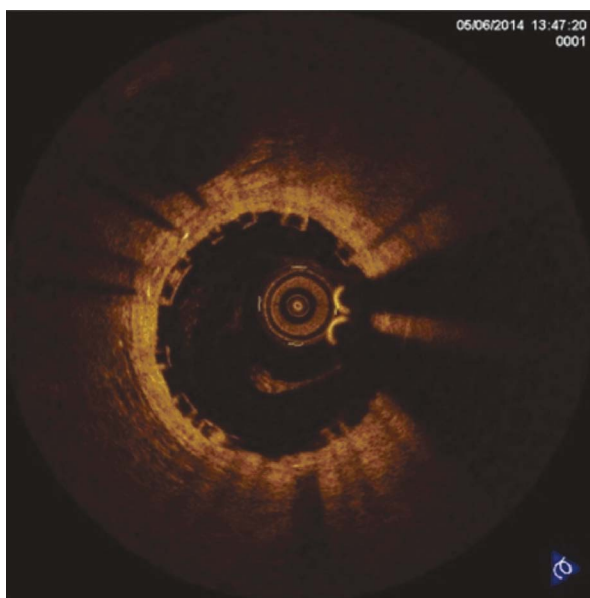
Оптическая когерентная томография. Оценка степени прилегания страт стента к стенке сосуда
